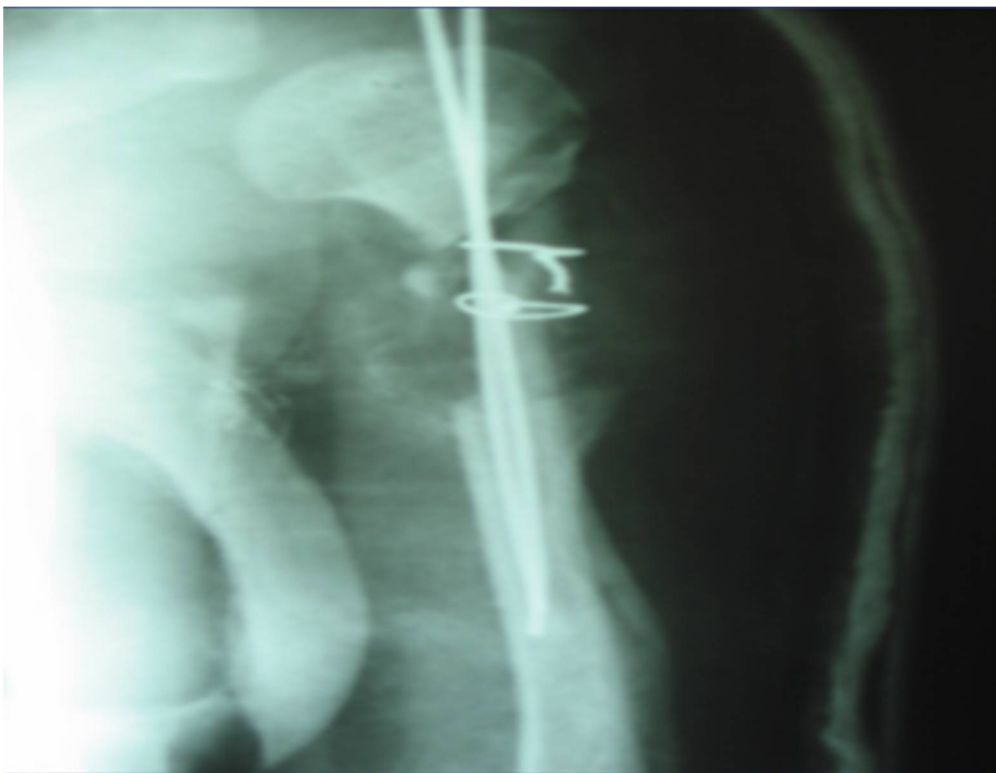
Radiographie montrant le montage avec greffe péronière
